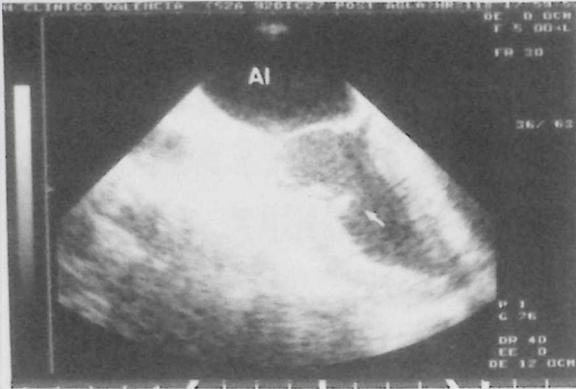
Ecocardiograma transesofágico. Se observa una imagen lineal y móvil de 1.8 mm de longitud compatible con una dislaceración del endocardio en la zona medial de la pared anterior del ventrículo izquierdo.
